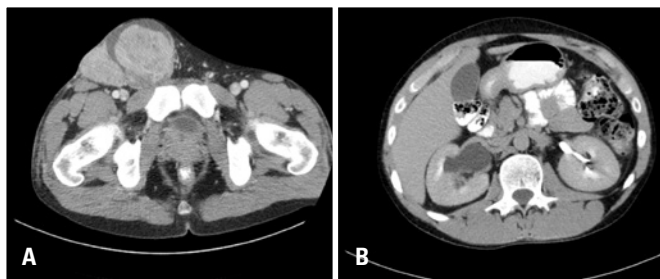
(A) Tomografia computadorizada revelando massa testicular direita com contiguidade para canal inguinal ipsilateral; (B) hidronefrose à direita pela compressão da massa escrotal, que se estendia ao retroperitônio
